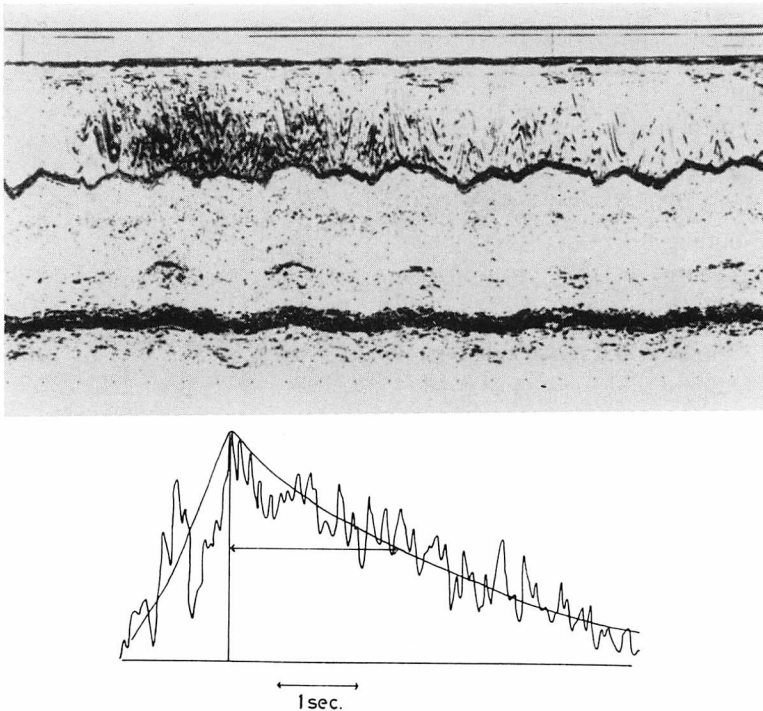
Contrast echocardiogram and its densitometric analysis of a case with hyperthyroidism.
